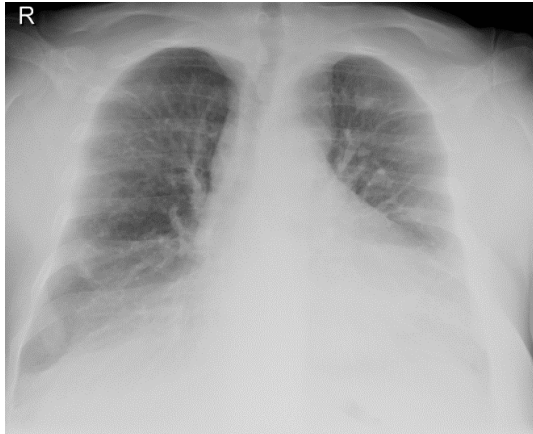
Radiografía de tórax en proyección lordótica: se visualiza una imagen nodular apical izquierda de aproximadamente 12 mm.
